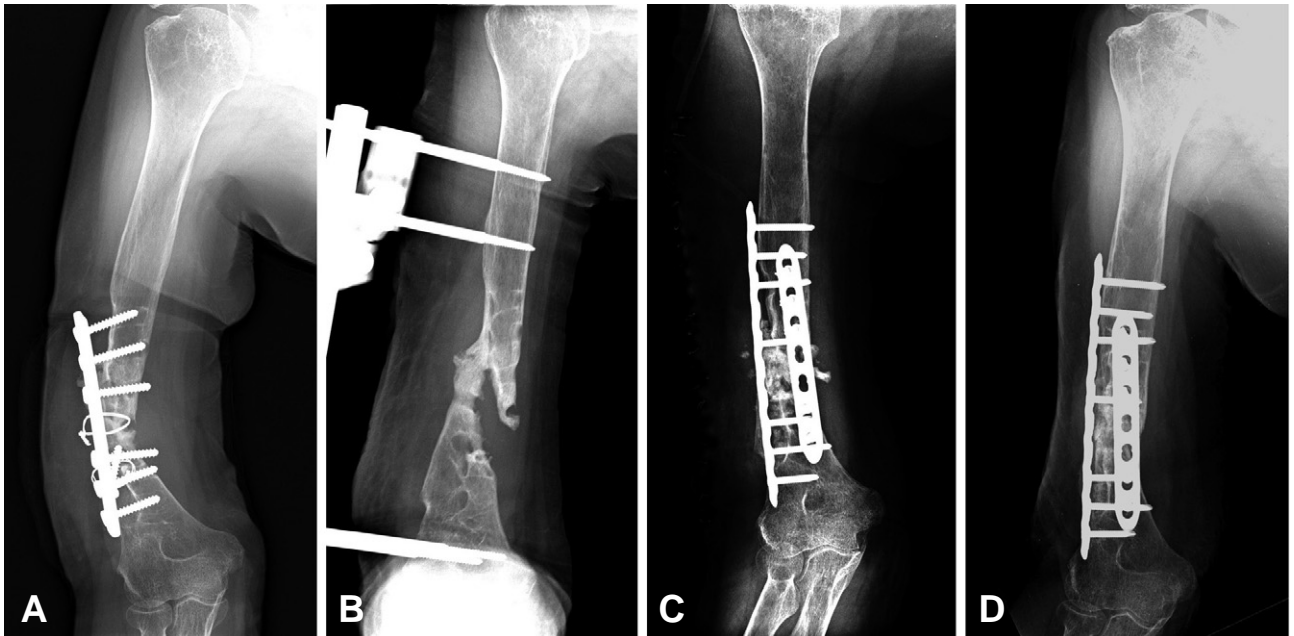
78-year-old woman with humerus shaft infected nonunion underwent the operation of open reduction and internal fixation using dual LCP fixation and autogeneous iliac bone graft. (A) Preoperative radiograph shows infected nonunion and fixation failure. (B) Postoperative radiograph shows curettage and external fixation. (C) At 6 weeks later, radiograph shows bone shortening and dual LCP fixation with autogeneous iliac bone graft. (D) Radiograph at 9 months after the surgery shows complete bony union.
